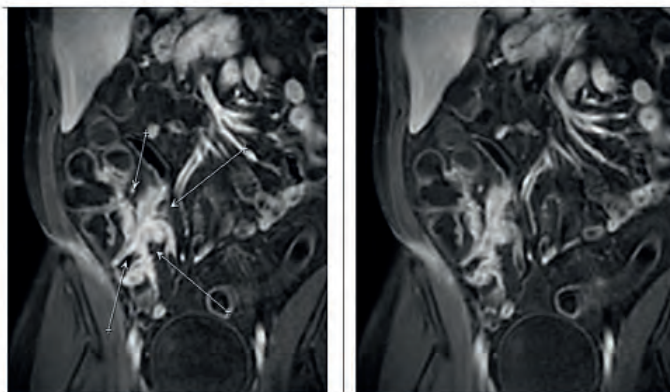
Zones of contrast enhancement of the cecum, terminal ileum. MRI images in coronary projection (T1 FatSat mode)
